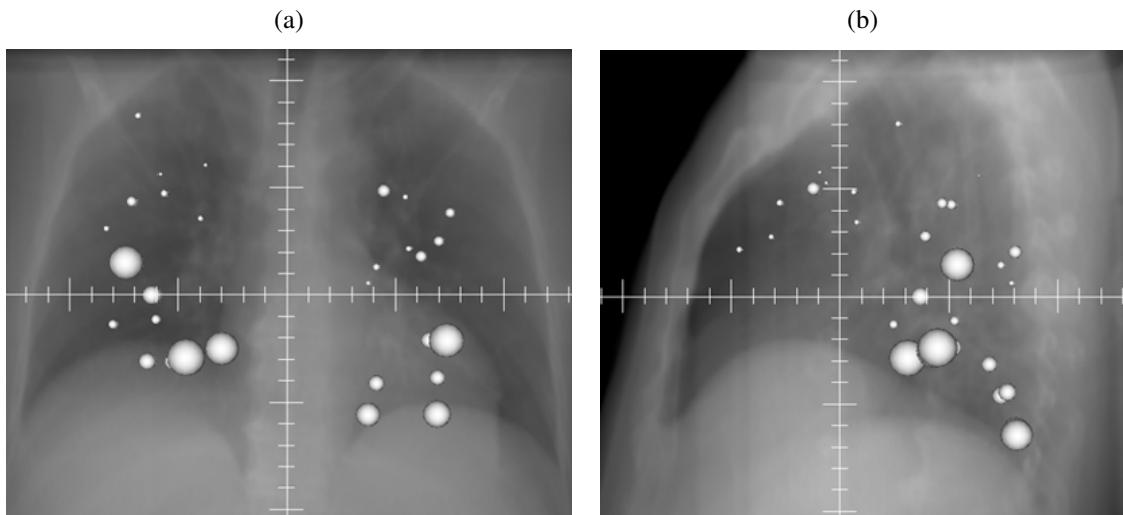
(a) Übersicht der Tumore überlagert auf ein CT in anterior-posterior und (b) lateraler Ansicht. Die Größe der Punkte ist korreliert mit der Bewegungsamplitude im 4D CT.
